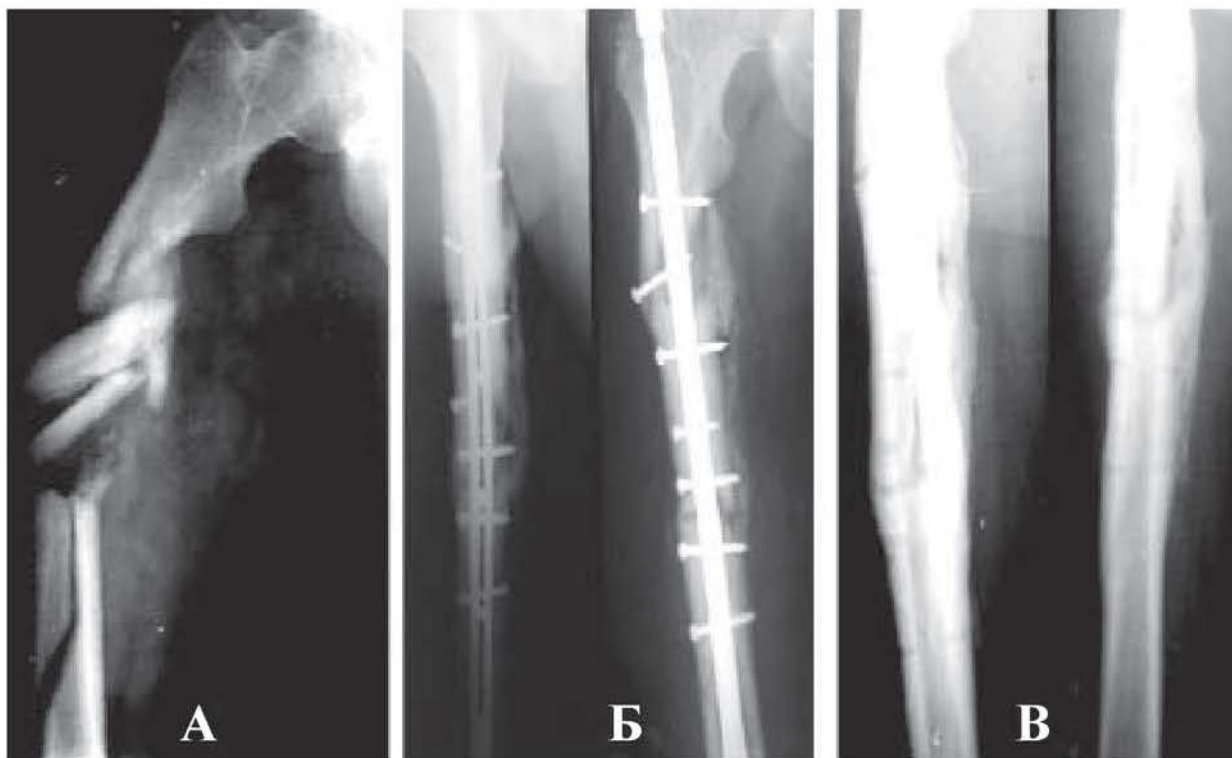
Рентгенограми правої стегнової кістки хворого М.: А – до операції; Б – через 3,5 місяці після БІМПО КМПФ-2; С; В – після видалення фіксатора.
